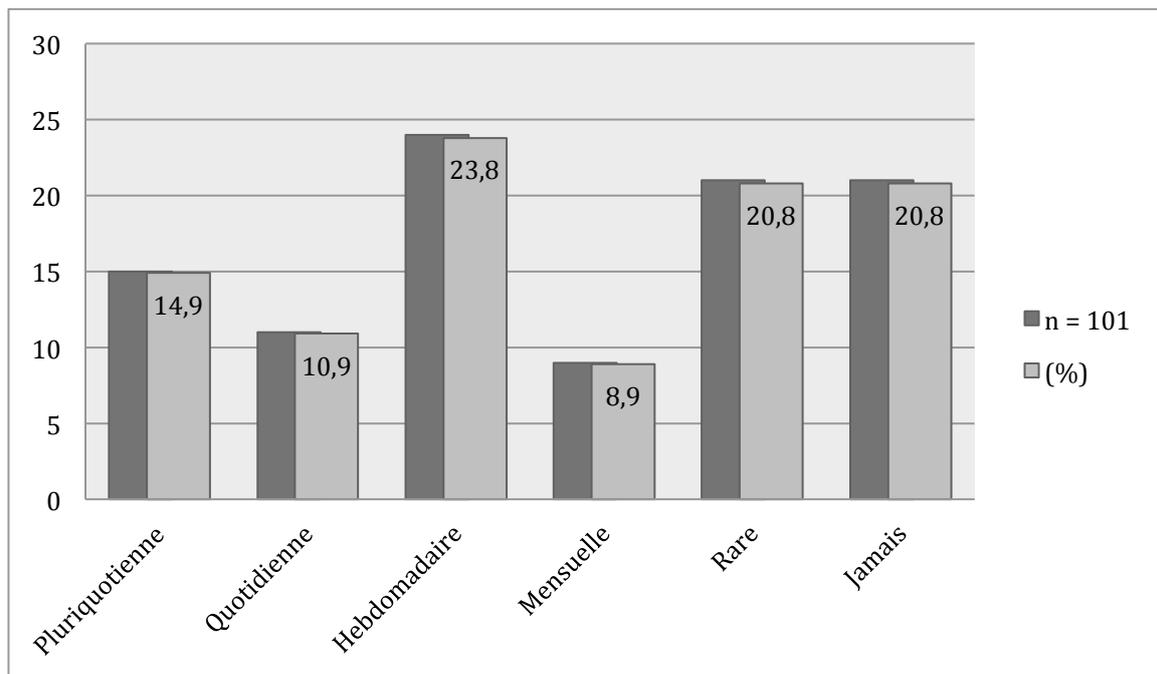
Fréquence d'utilisation de l'échographie
